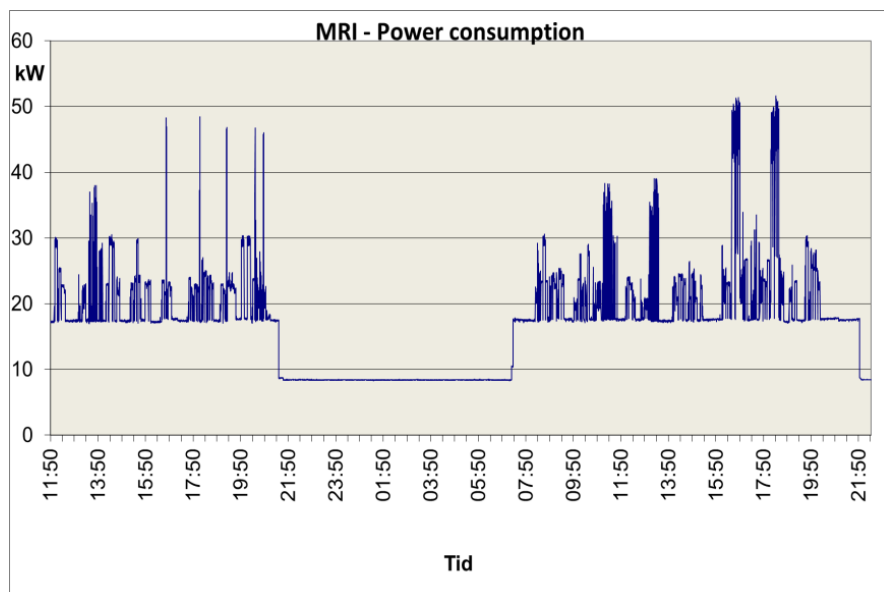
Energibruk for MRI, maskin 1
